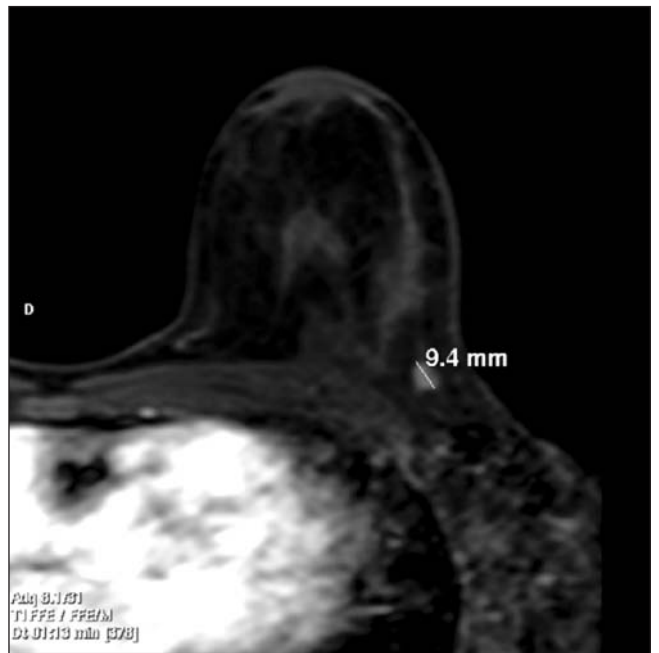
RMN ampliada de mama izquierda donde se visualiza tumoración en CSE de 9,4 mm de tamaño de caso clínico 1.
